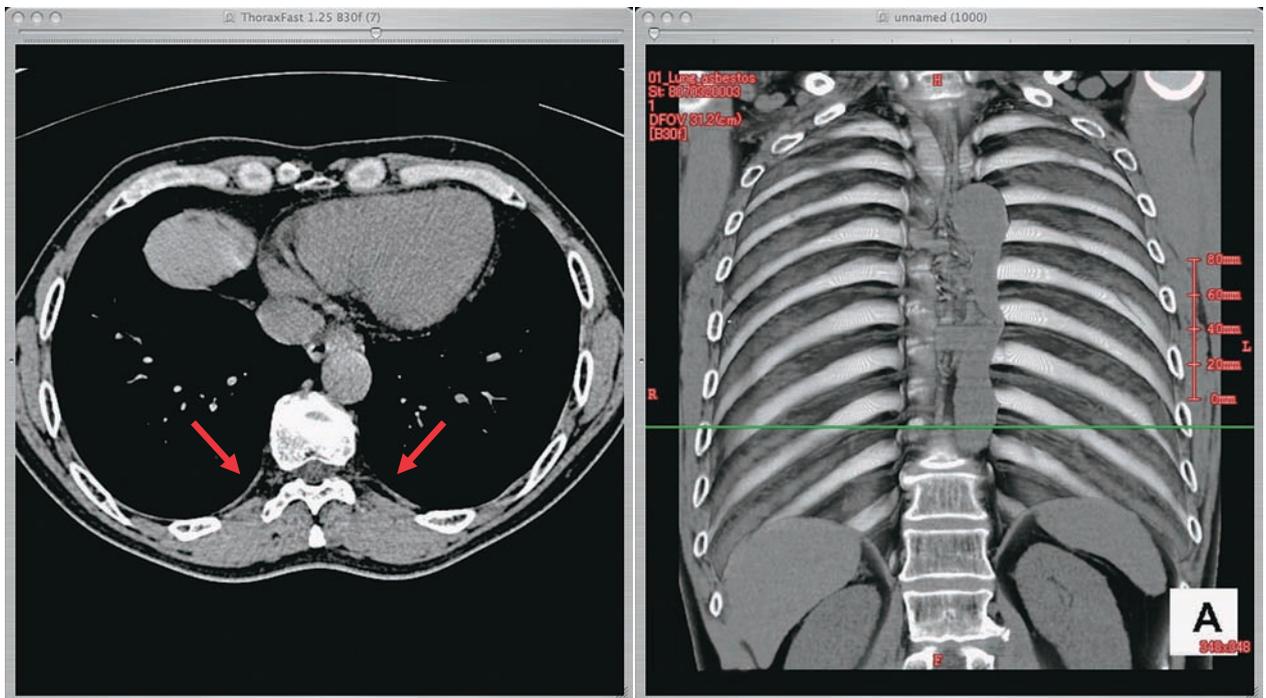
左：CT画像（縦隔条件） 右：胸壁3D表示（背面）
